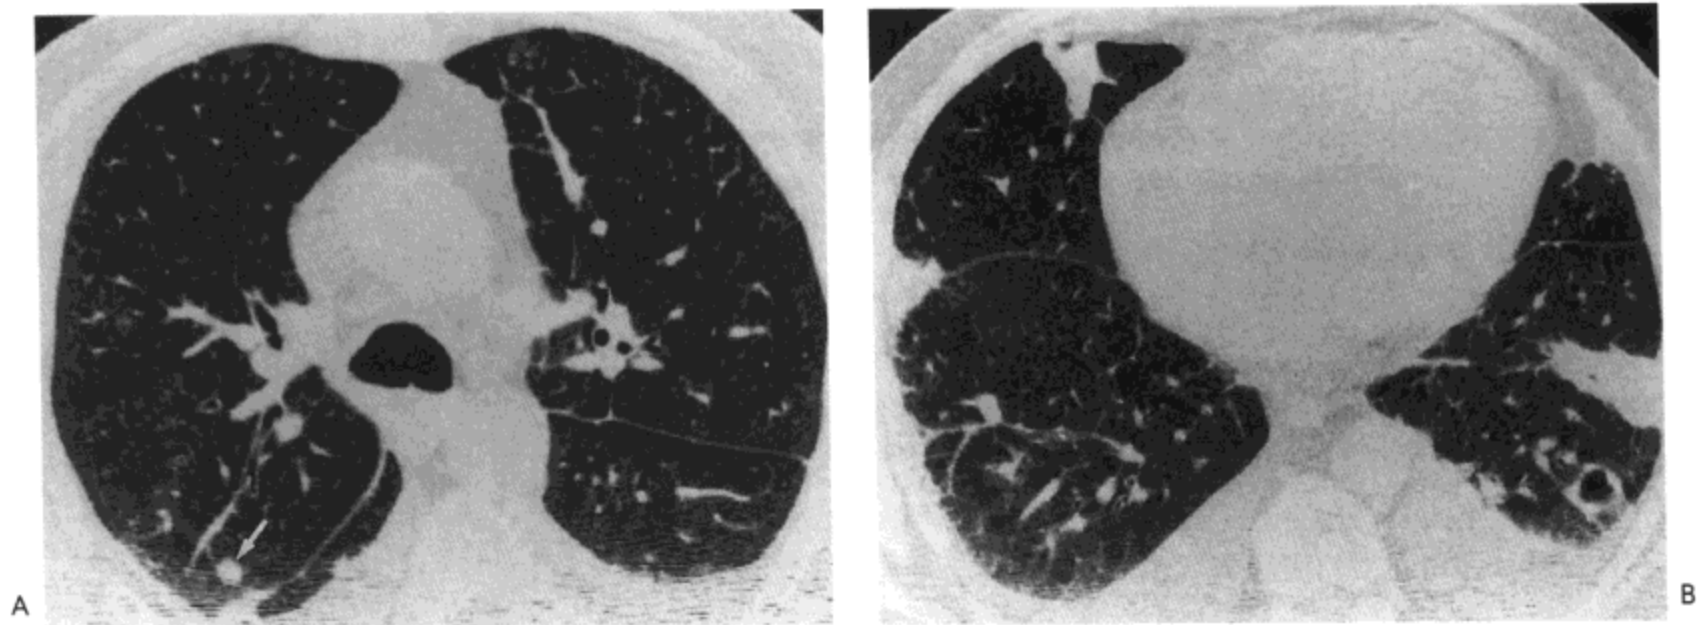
A: 支气管隆突水平高分辨率 CT 影像示右肺上叶内小结节 (箭号) 以及双侧少量胸腔积液。B: 经肺底的扫描影像示左下叶空洞性结节, 双侧楔形, 以胸膜为基底的实变区, 与双侧胸腔积液。病人男, 64 岁, 血培养有金黄色葡萄球菌生长。
